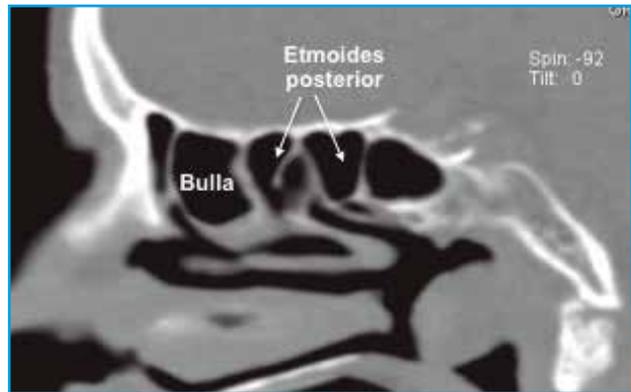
TC sagital en el que se han marcado la bulla y las celdas etmoidales posteriores anterógradas y retrógradas. La pared posterior de la bulla es la lámina basal o raíz tabicante del cornete medio.
